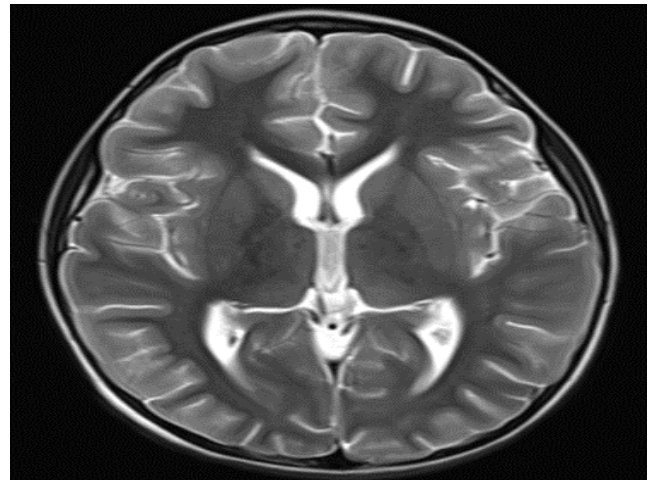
T2-weighted axial cranial MR with normal brain image of a 7-year-old male patient.
